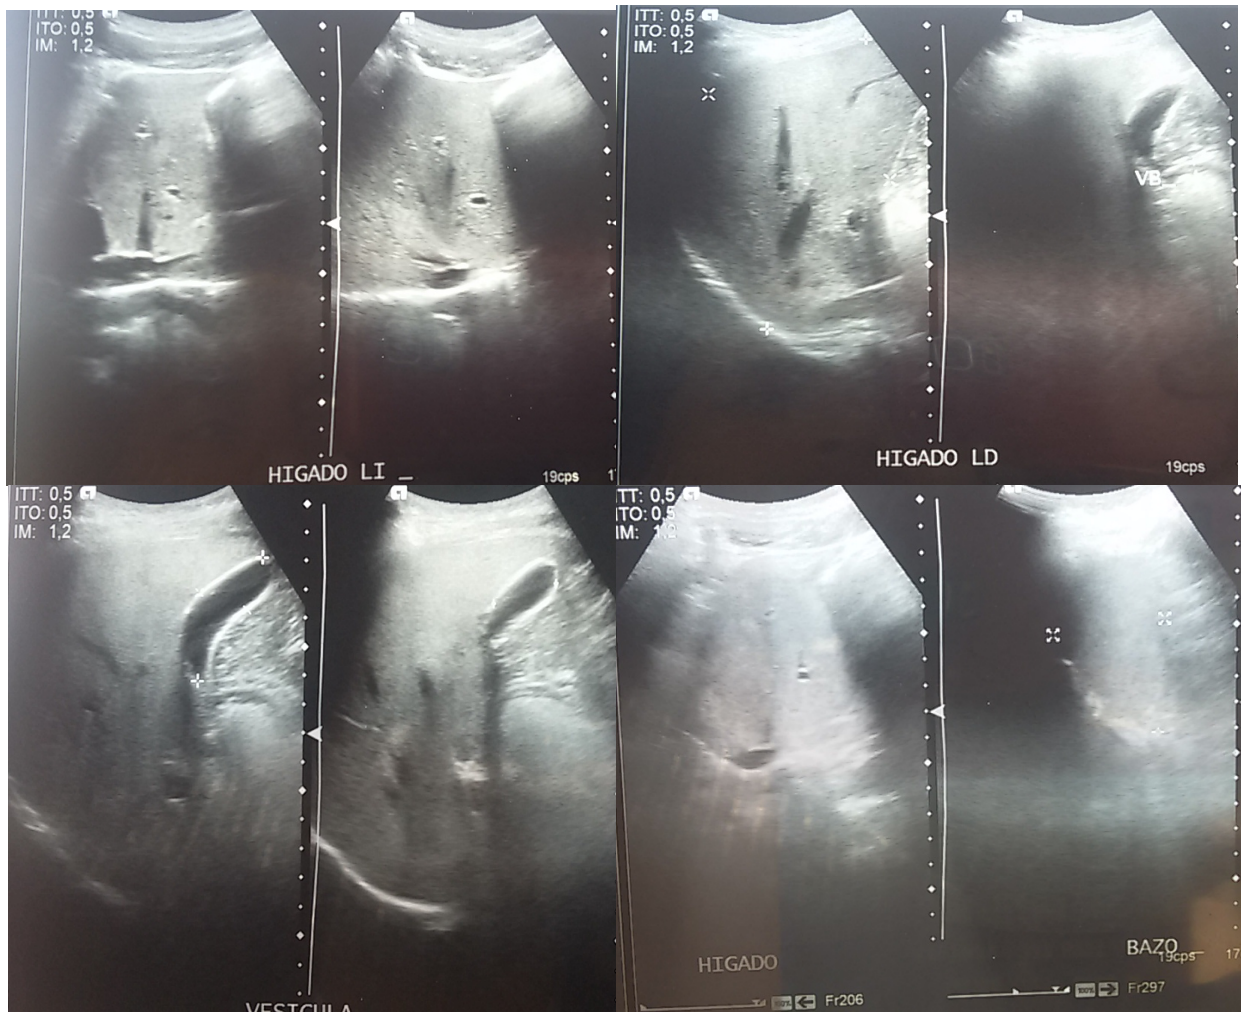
Ecografía de control abdominal al quinto mes de tratamiento
